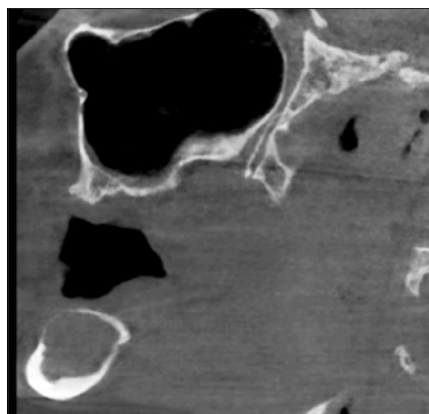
CBCT. Torbiel lewego trzonu żuchwy wraz z obecnym korzeniem zęba.
